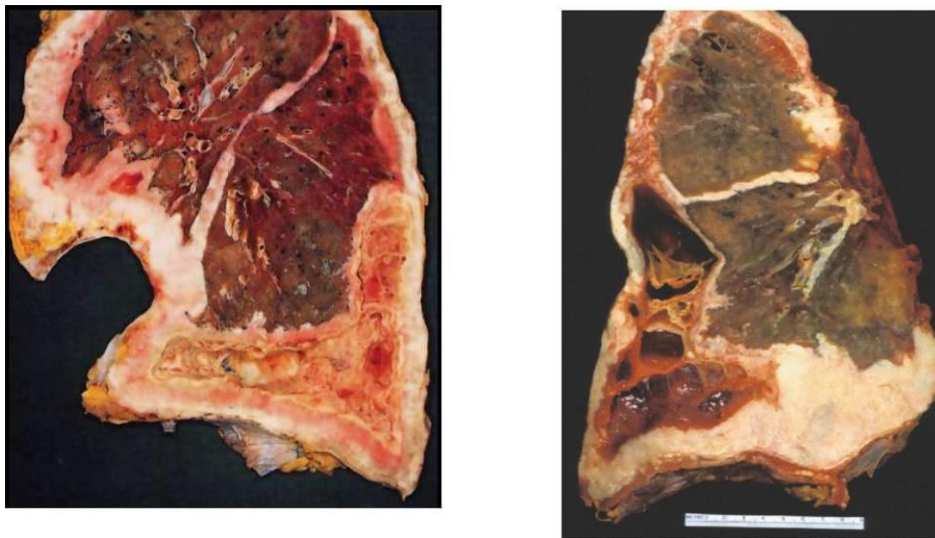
ASPECTS MACROSCOPIQUES D'UN MMP : EPAISSISSEMENT DIFFUS ET IRREGULIER DE LA PLEVRE
